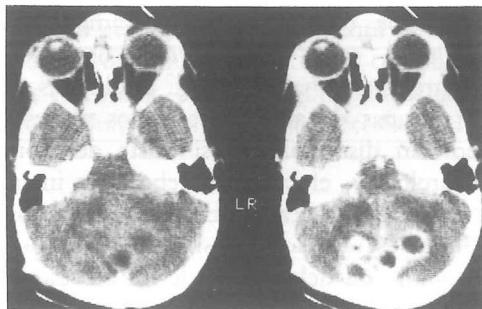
Imagen TAC de fosa posterior sin y con contraste. Múltiples imágenes quísticas en ambos hemisferios cerebelosos con captación de contraste en su periferia.*
